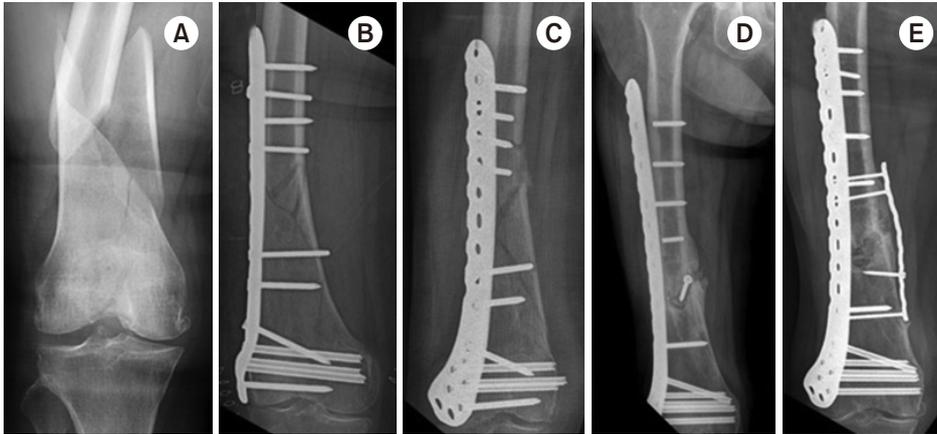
(A) Radiograph of a 75-year-old female showing a spiral fracture with a butterfly fragment of the distal femur. (B) Lateral locked plating performed with two appositional screws on the fracture site. (C) Collapsed fracture site with screw breakage and pull-out of the plate two months after surgery. (D) Another fixation failure with breakage of multiple screws after revision surgery using a longer locking plate. (E) Bony union achieved nine months after the third operation adding a medial supporting plate with an autologous bone graft.
